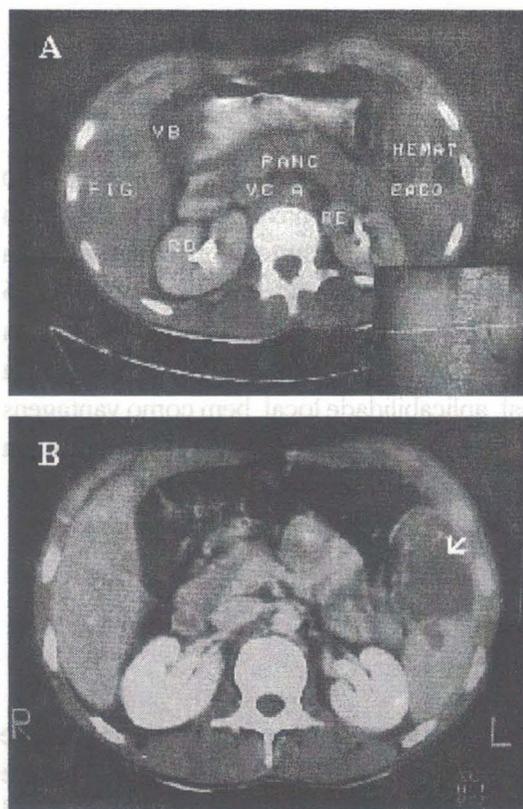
TC mostrando hematoma esplênico no 7º (A) e no 12º (B) dias após o trauma
